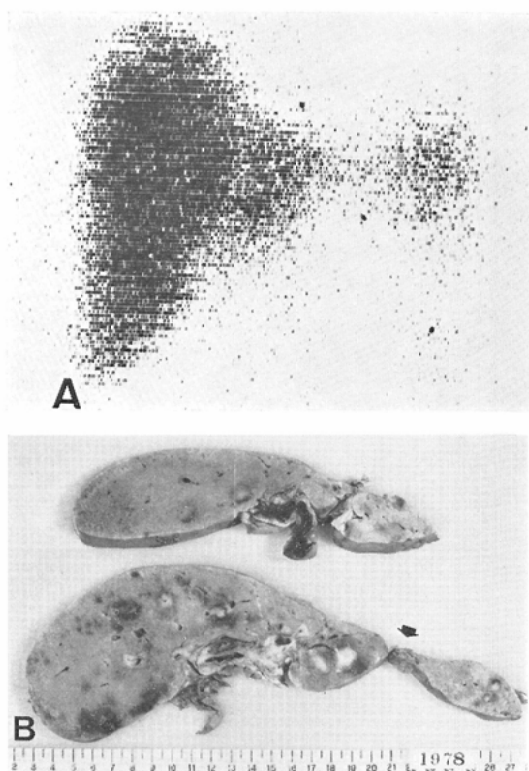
^{198}Au -colloid scintigram showing slight accumulation of ^{198}Au in left flank abdomen, which suggests accumulation in spleen (A). Small lateral segment of liver connects to degenerated left lobe with normal hepatocytes and connective tissues (arrow) on macroscopic section (B).
